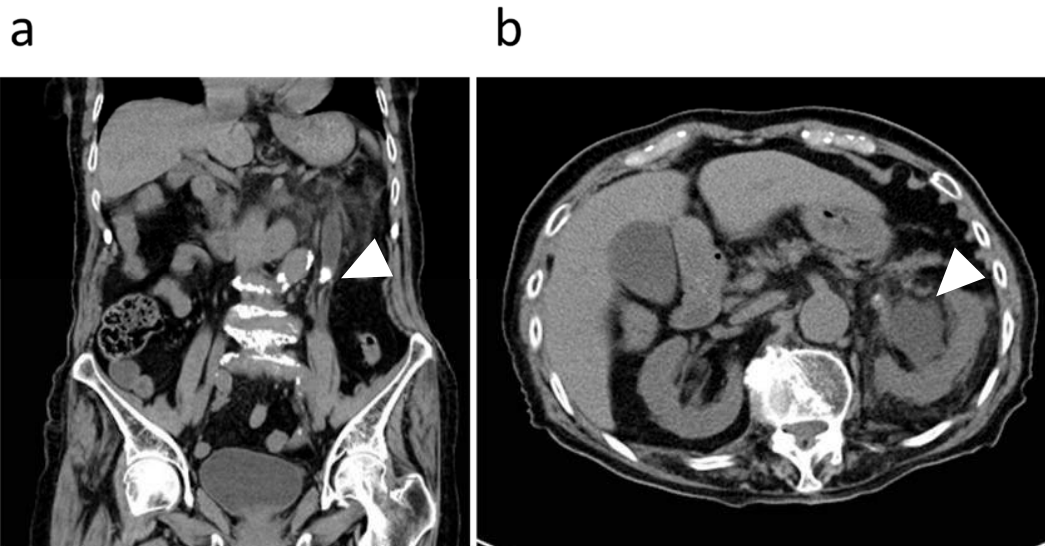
a. 腹部～骨盤腔 CT 矢印は尿管結石 (13x7mm)。結石の CT 値は平均 410 HU であった。
